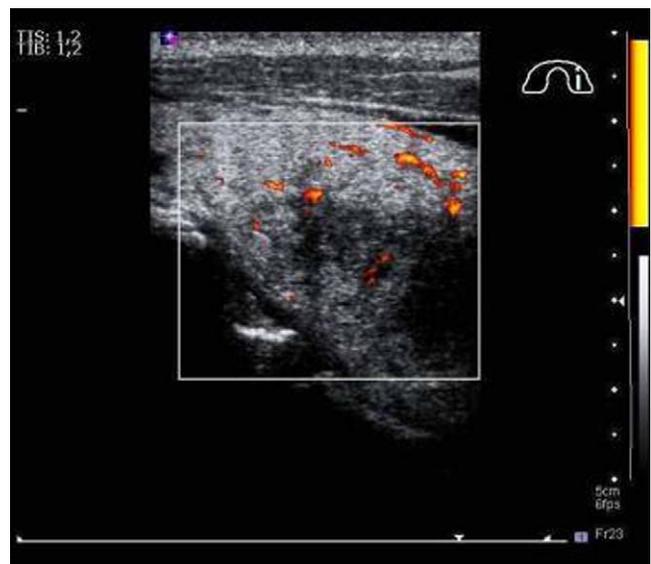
Ecocolordoppler tiroideo: le zone ipo-anecoiche presentano scarsissima vascolarizzazione.
